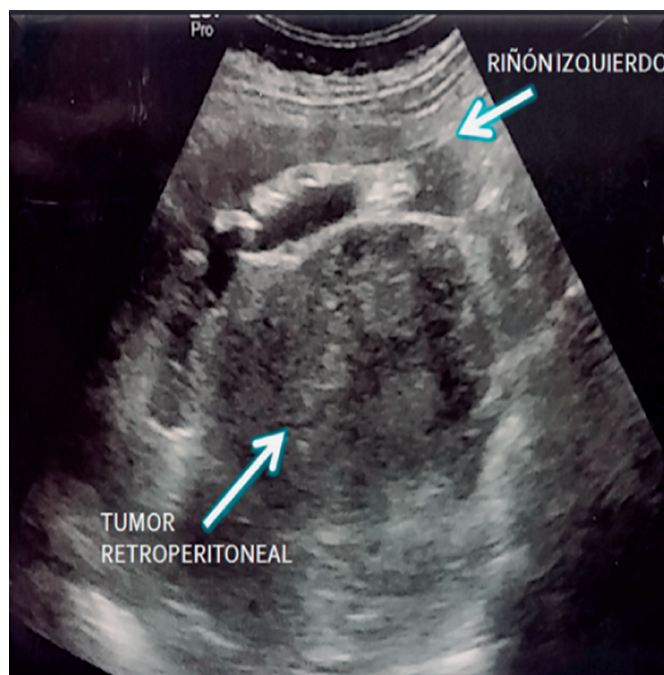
Ultrasonido abdominal, se observa masa de 15 x 12 cm.
